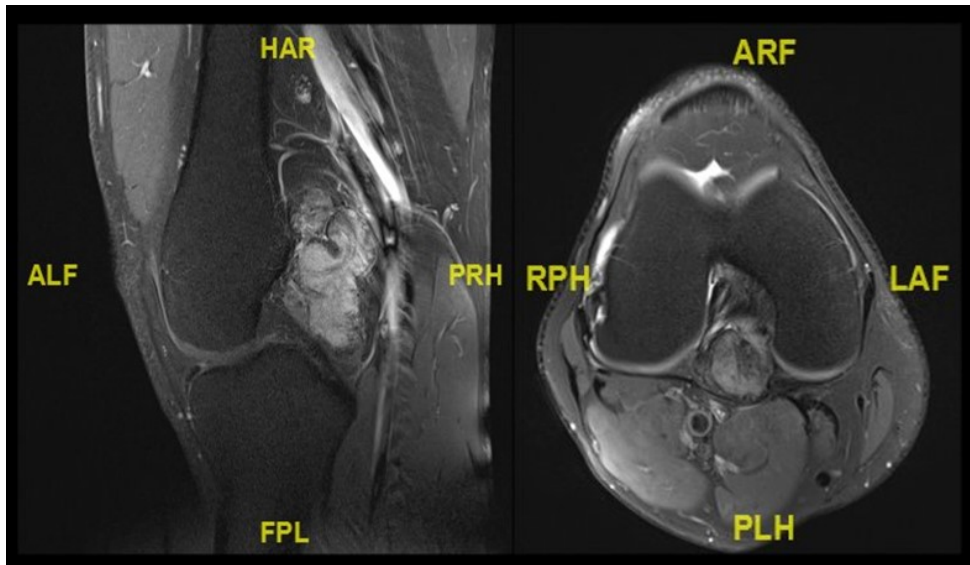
RM lesión lobulada en Rodilla
